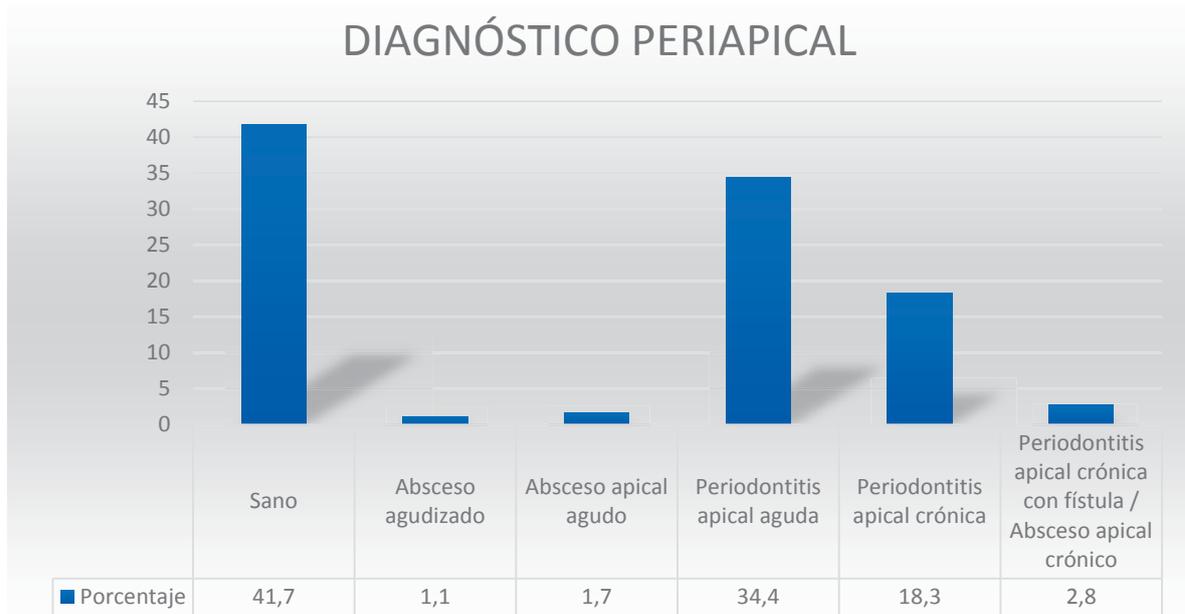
Porcentaje de las patologías periapicales
